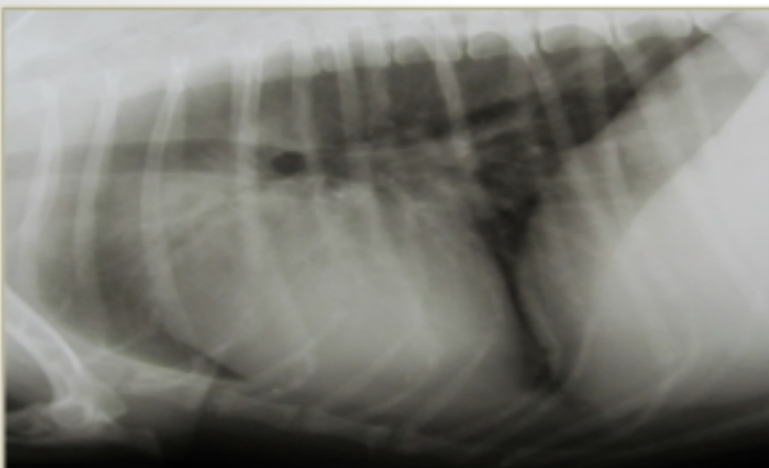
Radiografia torácica sem sinais de metástases
